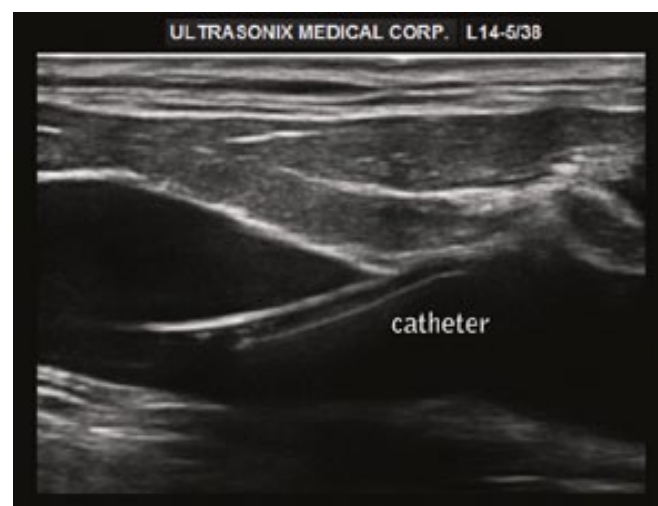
Vue échographique en grand axe du fil fuide et du
